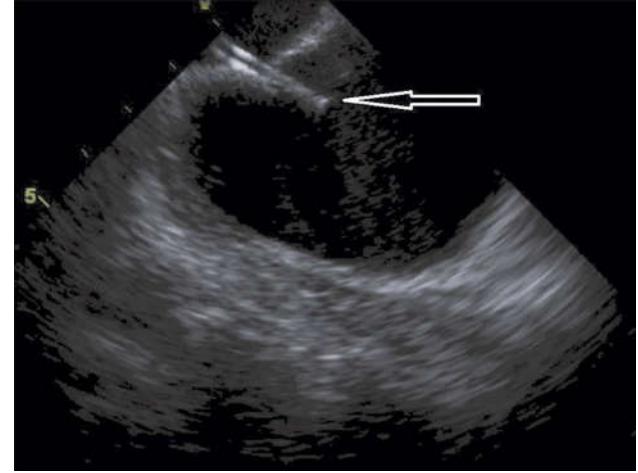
Внутрисердечное УЗИ. Стрелкой указан момент пункции межпредсердной перегородки иглой
